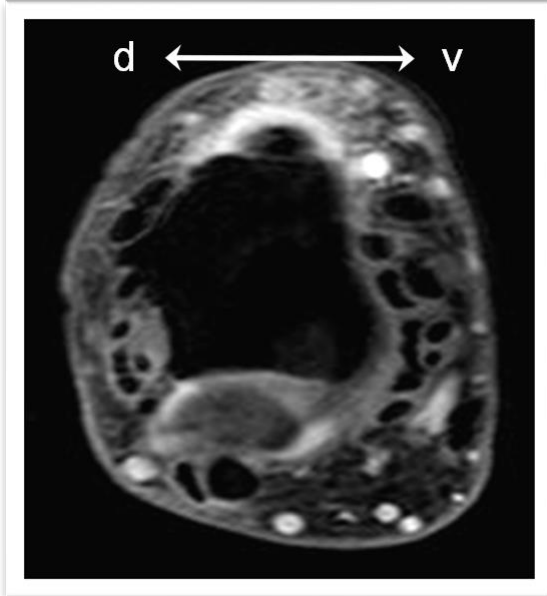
MRT bei akuter Tendovaginitis de Quervain, kein Septum des Ersten Strecksehnenfachs, transversale Aufnahmeserie (Beispiel 1)
